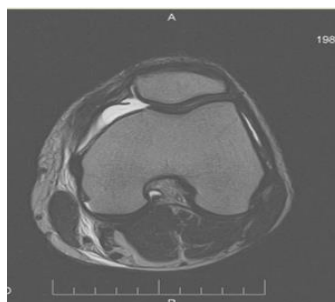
МРТ правого коленного сустава.
